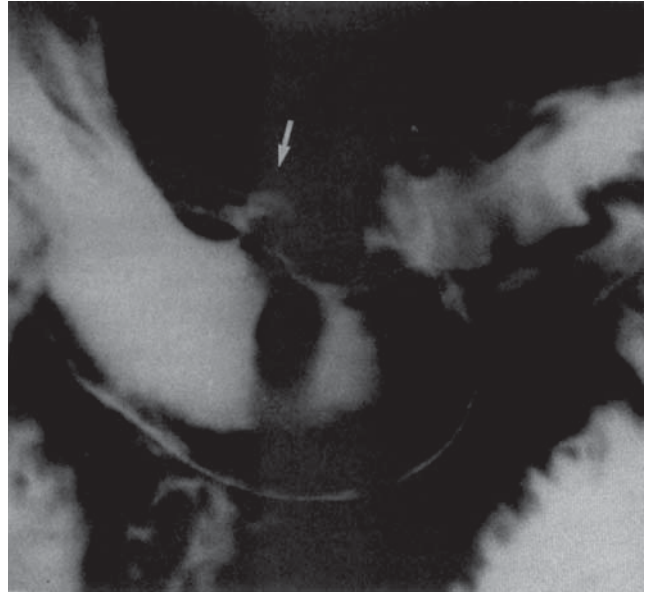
Radiografie cu bariu a unui ulcer gastric benign (Prin amabilitatea lui Gary J. Whitman, M.D., Houston, Tx)
